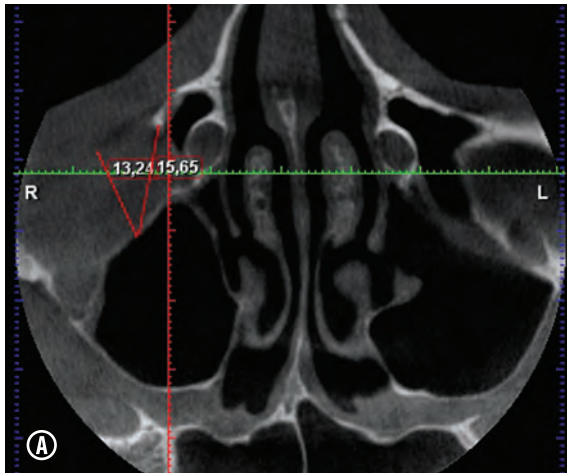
A. TC 3D secțiune axială. Se apreciază dereglarea integrității osoase cu opacitatea sinusului maxilar pe dreapta. B. TC 3D secțiune sagitală. Se apreciază dereglarea integrității planșeului orbital în treimea anterioară cu deplasare în sinusul maxilar.
